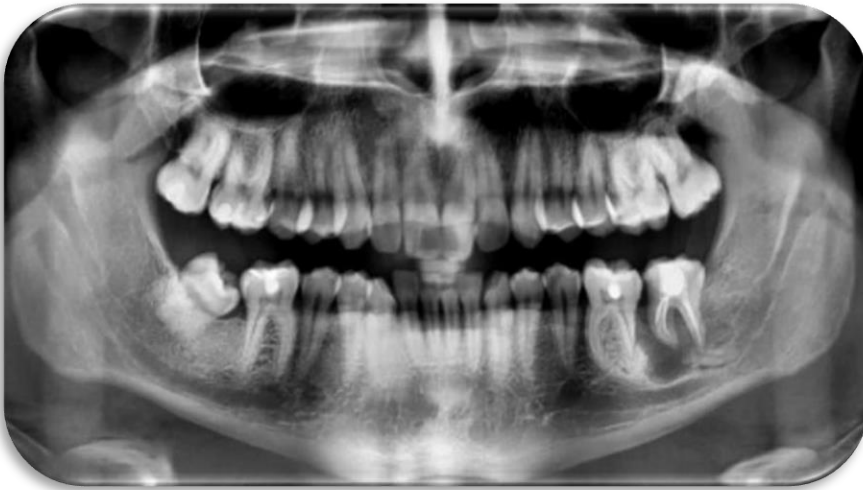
Radiografía panorámica postoperatoria, 4 meses después.
